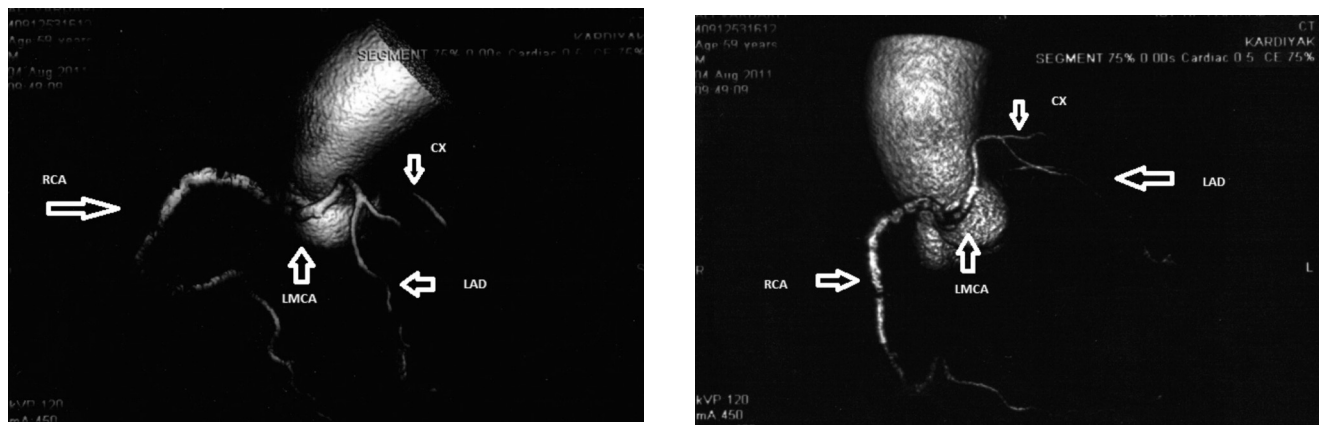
Left main coronary artery arising from the right sinus, multislice computed tomography images
